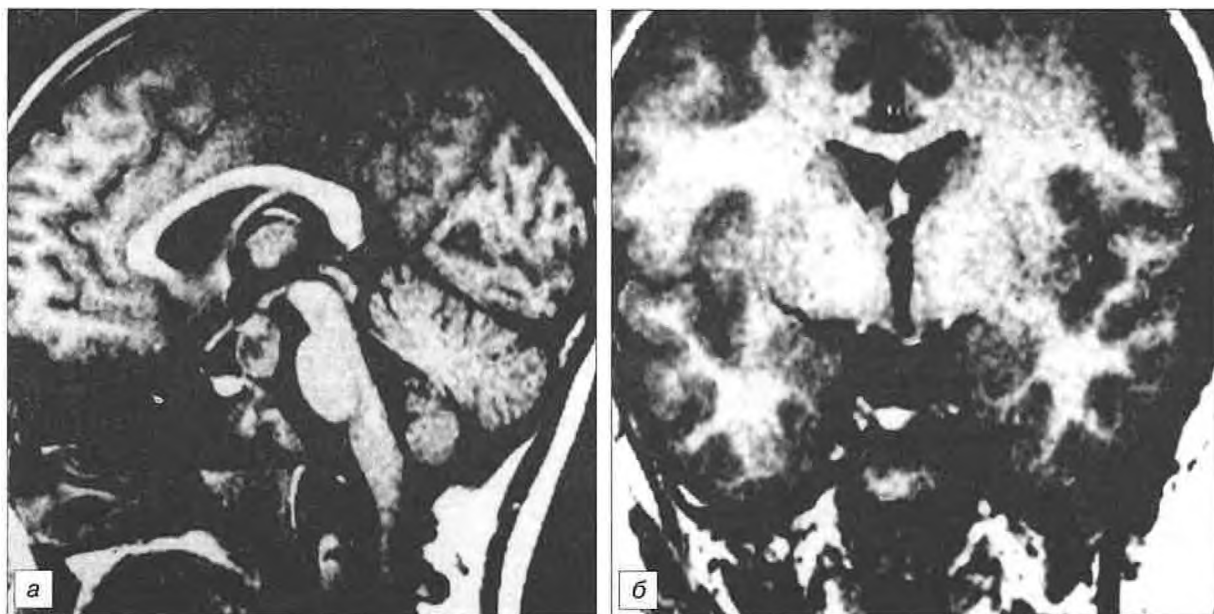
МРТ больного с инфрагипоталамической гамартомой до оперативного лечения (а) и после радикального удаления (б).
